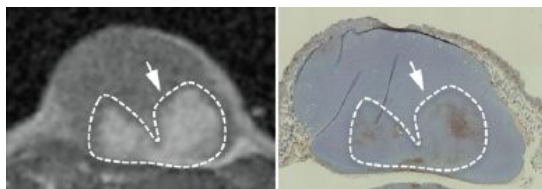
がんの低酸素領域(Hypoxia)の MRI (ピモニダゾール染色との比較)
